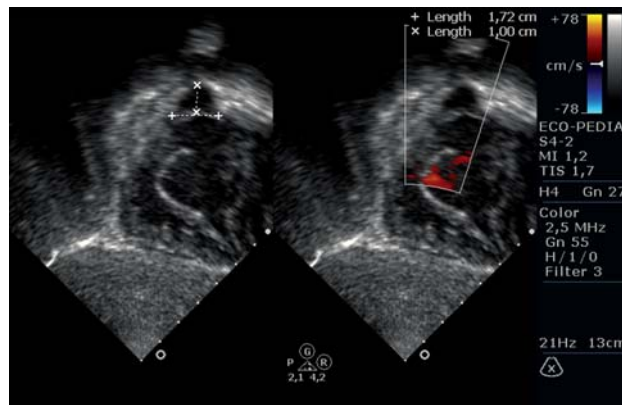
Ecocardiograma pré-operatório em corte subcostal demonstrando a via de saída do ventrículo direito, o anel valvar pulmonar e a redução de calibre no tronco pulmonar
